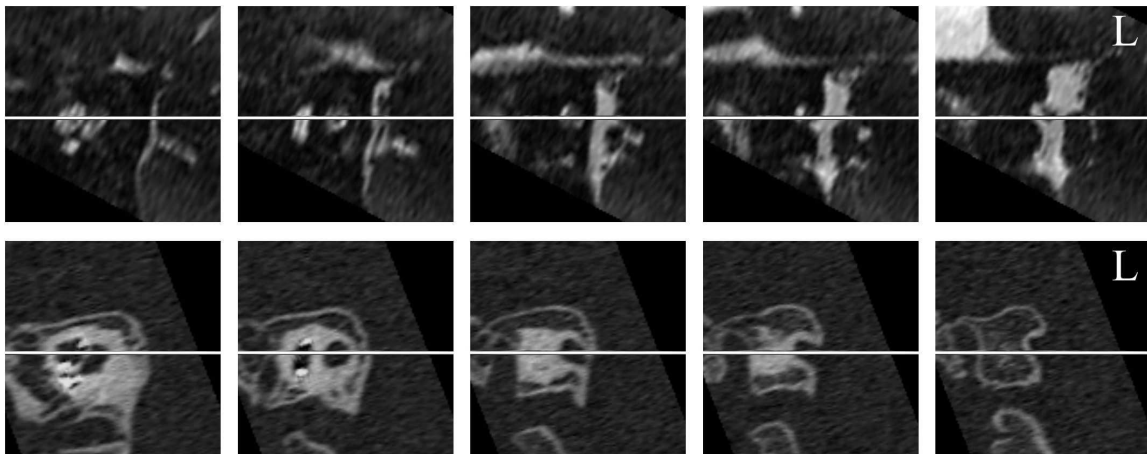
Cochlea und innerer Gehörgang liegen in einer Ebene. MRT und CT.
